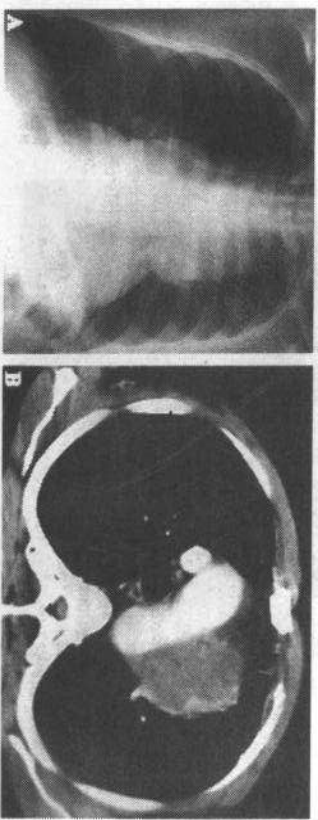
正位胸片(A)示左前纵隔较大肿块影,左侧膈肌上提(可能为继发性膈神经受累所致)。CT(B)证实肿块位于纵隔左血管前间隙(肿块内低密度为坏死),CT示肺实质内无异常改变
